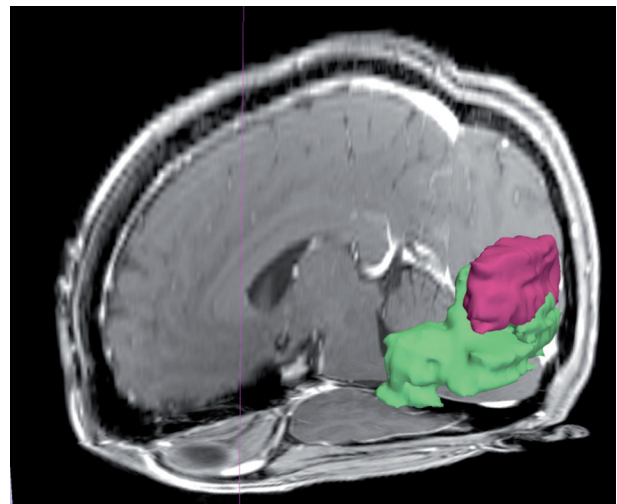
Intervention au contact de l'aire de Wernicke. Sur cette IRM 3D préopératoire, la tumeur (en vert) se trouve en contact étroit avec l'aire de Wernicke (en rouge). L'examen IRM réalisé un an après l'intervention ne montre lui aucun signe de récurrence. La patiente n'a présenté aucun déficit post-opératoire.
